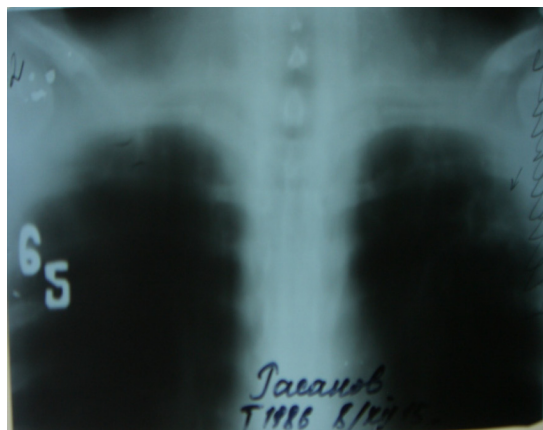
Томограмма легких(срез 6,5 см)
